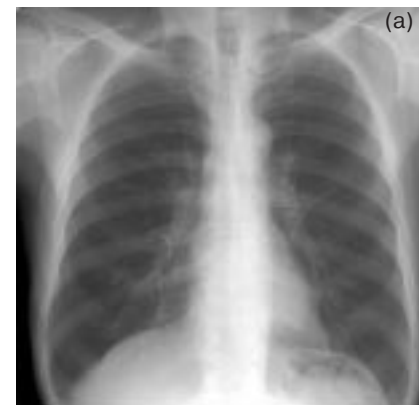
Рентгенограммы легких в прямой и боковой проекциях. Признаки обструктивных изменений в виде уплощения купола диафрагмы, вертикального расположения сердца, расширения ретростерального пространства, увеличения передне-заднего размера грудной клетки.
